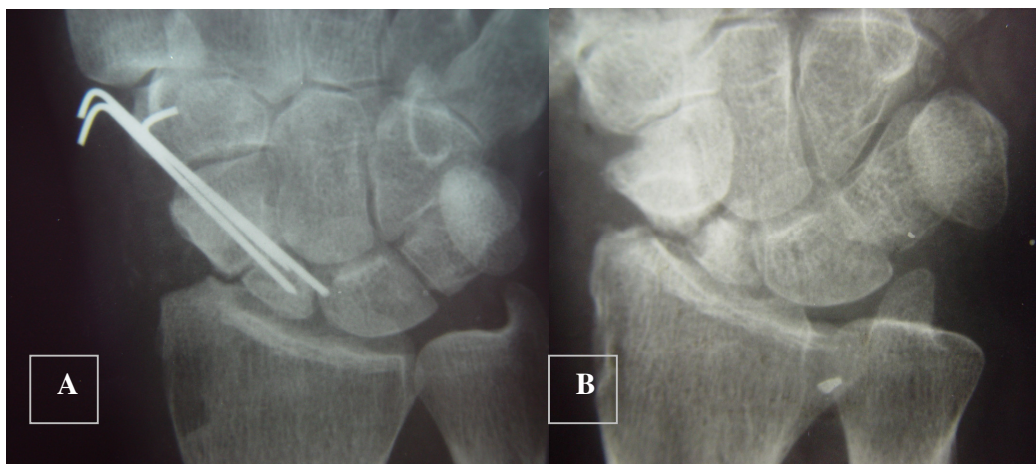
A) RADIOGRAFIA ANTES DA RETIRADA DO FIO B) FALHA DA CONSOLIDAÇÃO APÓS 6 MESES
